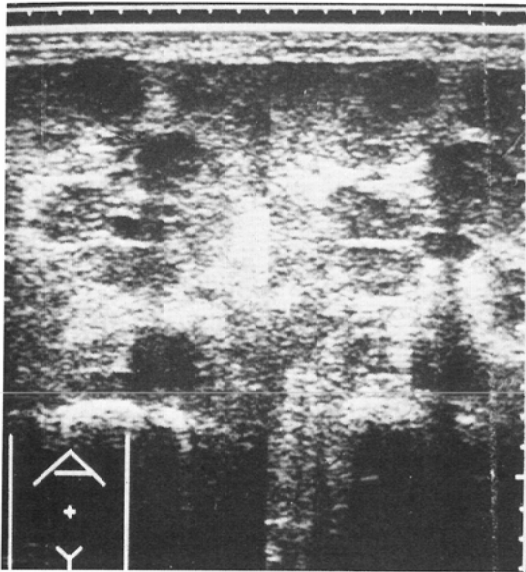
Ultrasonograph of case 2
